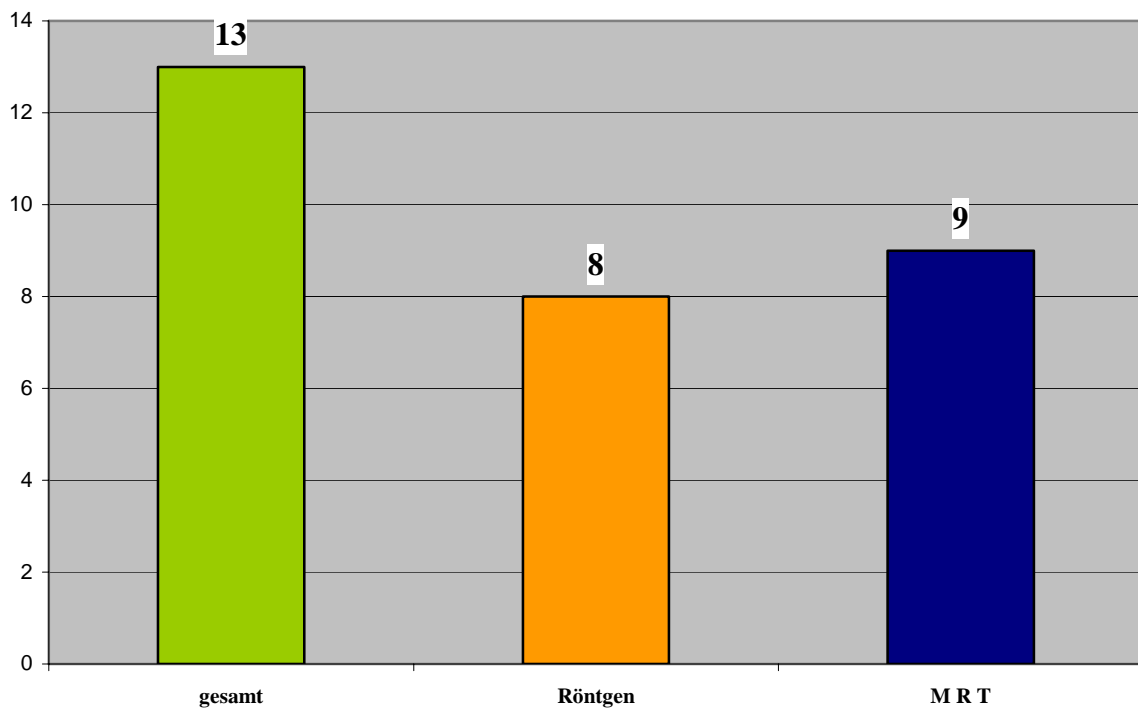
Abgrenzbarkeit der Kortikalisunterbrechung in Röntgenaufnahmen und MRT im Vergleich mit der Gesamtzahl an Frakturen. Über den Säulen sind die Absolutwerte aufgetragen.
